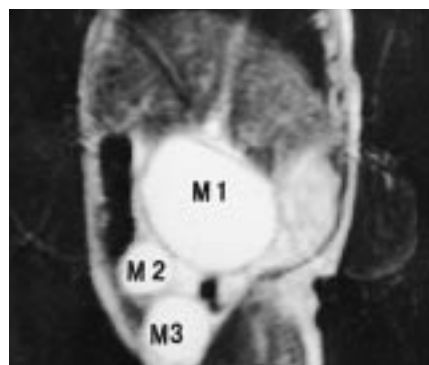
IRM. Coupe coronale pondérée T2 HASTE (TR/TE = 3640/138 msec) précisant en préopératoire la topographie respective des trois lésions (M1, M2, M3).
